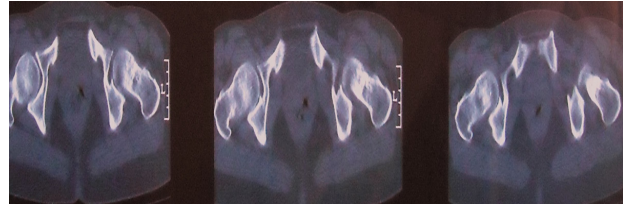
BT'de aksiyel planda alınan ~5 mm kesit kalınlığındaki kemik pencereye ait filmlerin değerlendirilmesinde sakrum sol kanadında, sakroiliak ekleme yakın alanda sagittal kırık hattı izlenmektedir.
